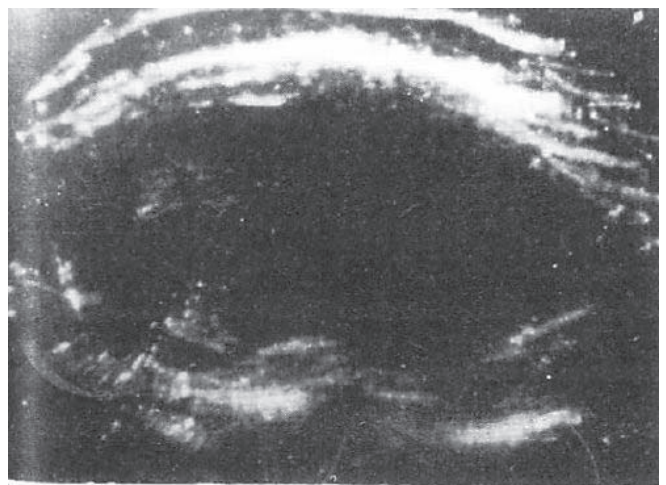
妊娠 14 週. 子宮左半に胎児のエコーが見える. 臨床診断は子宮筋腫であった.
